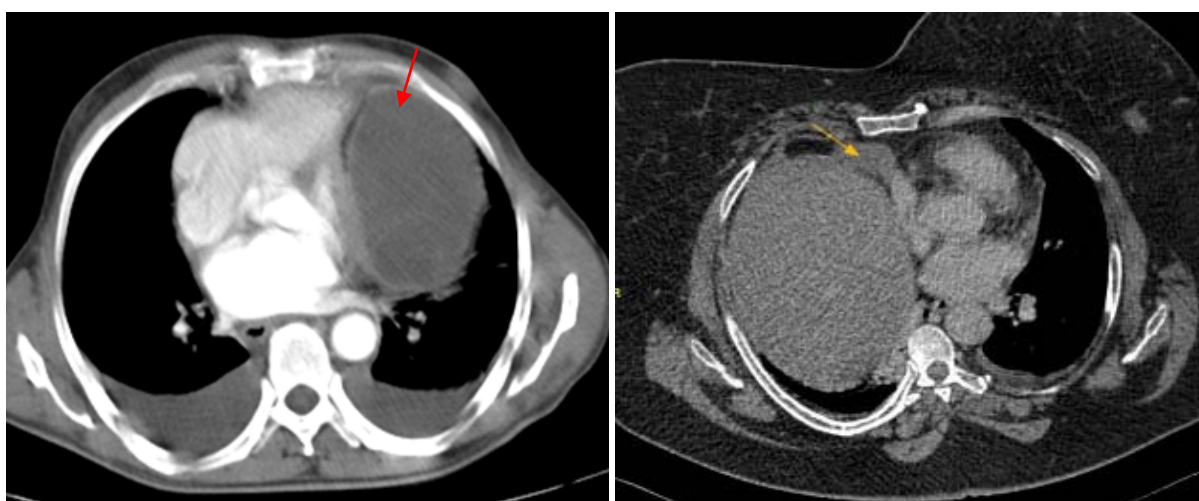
TDM thoracique(c+) fenêtre médiastinale : Formation kystique médiastinale antérieure (flèche rouge) refoulant le ventricule gauche → kyste hydatique
